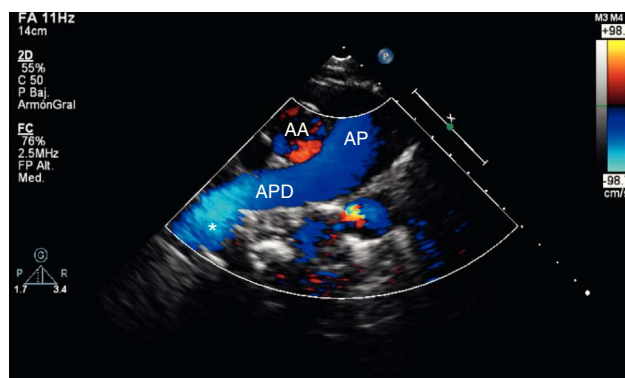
Imagen ecocardiográfica (corte supraesternal doppler-color). Ausencia visual de la arteria pulmonar izquierda; en el extremo distal de la arteria pulmonar derecha se insinúa un bucle de flujo sanguíneo hacia la izquierda (*). AA: arteria aorta, AP: arteria pulmonar; APD: arteria pulmonar derecha.
